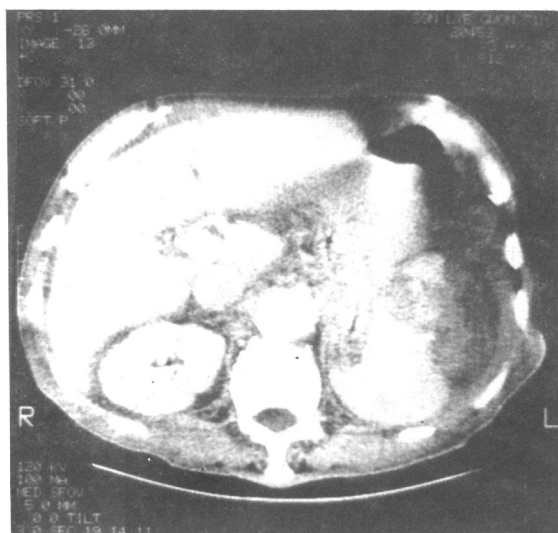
Computed tomogram of abdomen shows hemorrhagic fluid collection and subcapsular hematoma in spleen.
